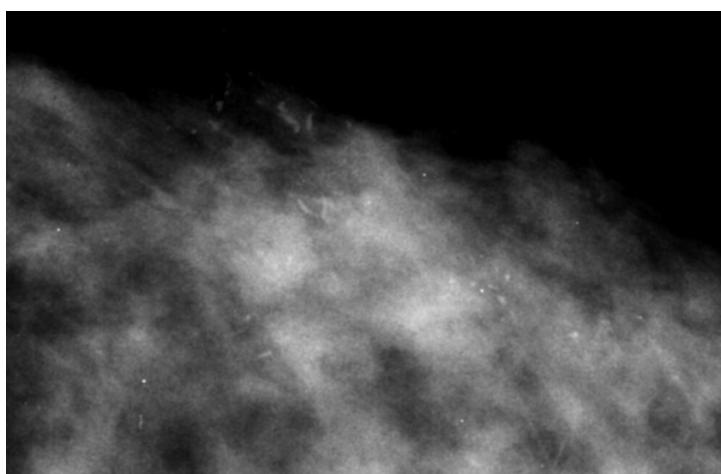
Casistica personale. Paziente di 54 anni. Recent asportazione di linfonodo ascellare destro con la seguente diagnosi istologica: “Metastasi linfonodale e perilinfonodale di carcinoma scarsamente differenziato. Se ne consideri la possibile origine mammaria nonostante la negatività immunoistochimica per i recettori di estrogeni e progesterone”. Non noduli palpabili a carico di entrambe le mammelle. (a) Ecografia ascellare destra con esame Doppler dimostra la presenza di linfonodi patologici (frecce). (b) Sezione TC con visualizzazione dei linfonodi ascellari (frecce). Ecografia mammaria negativa. (c) Mammografia negativa. (d) La ricostruzione tridimensionale RM (sezione MIP sagittale) evidenzia quattro aree di *enhancement* a morfologia irregolare, la maggiore del diametro massimo di 18 mm. (e) L'esame mammoscintigrafico conferma la presenza di un'area di captazione del ^{99m}Tc MIBI nella sede della lesione principale. (f) L'esame PET conferma la captazione del ^{18}FDG a livello dei linfonodi ascellari e della mammella destra ed evidenzia un'ulteriore iperaccumulo a livello epatico (frecce). La lesione replicativa epatica viene poi confermata alle successive indagini TC (g) ed ecografica (h). La lesione mammaria, non visibile alle metodiche di imaging tradizionale, viene caratterizzata mediante “*tru-cut*” eseguito sotto guida RM (i) e localizzata (l) mediante il rilascio di reperi visibili sia in mammografia che in ecografia. Esame istologico: carcinoma duttale microinvasivo in molto più esteso DCIS alto grado nucleare di tipo comedo con associata carcinosi intravasale
